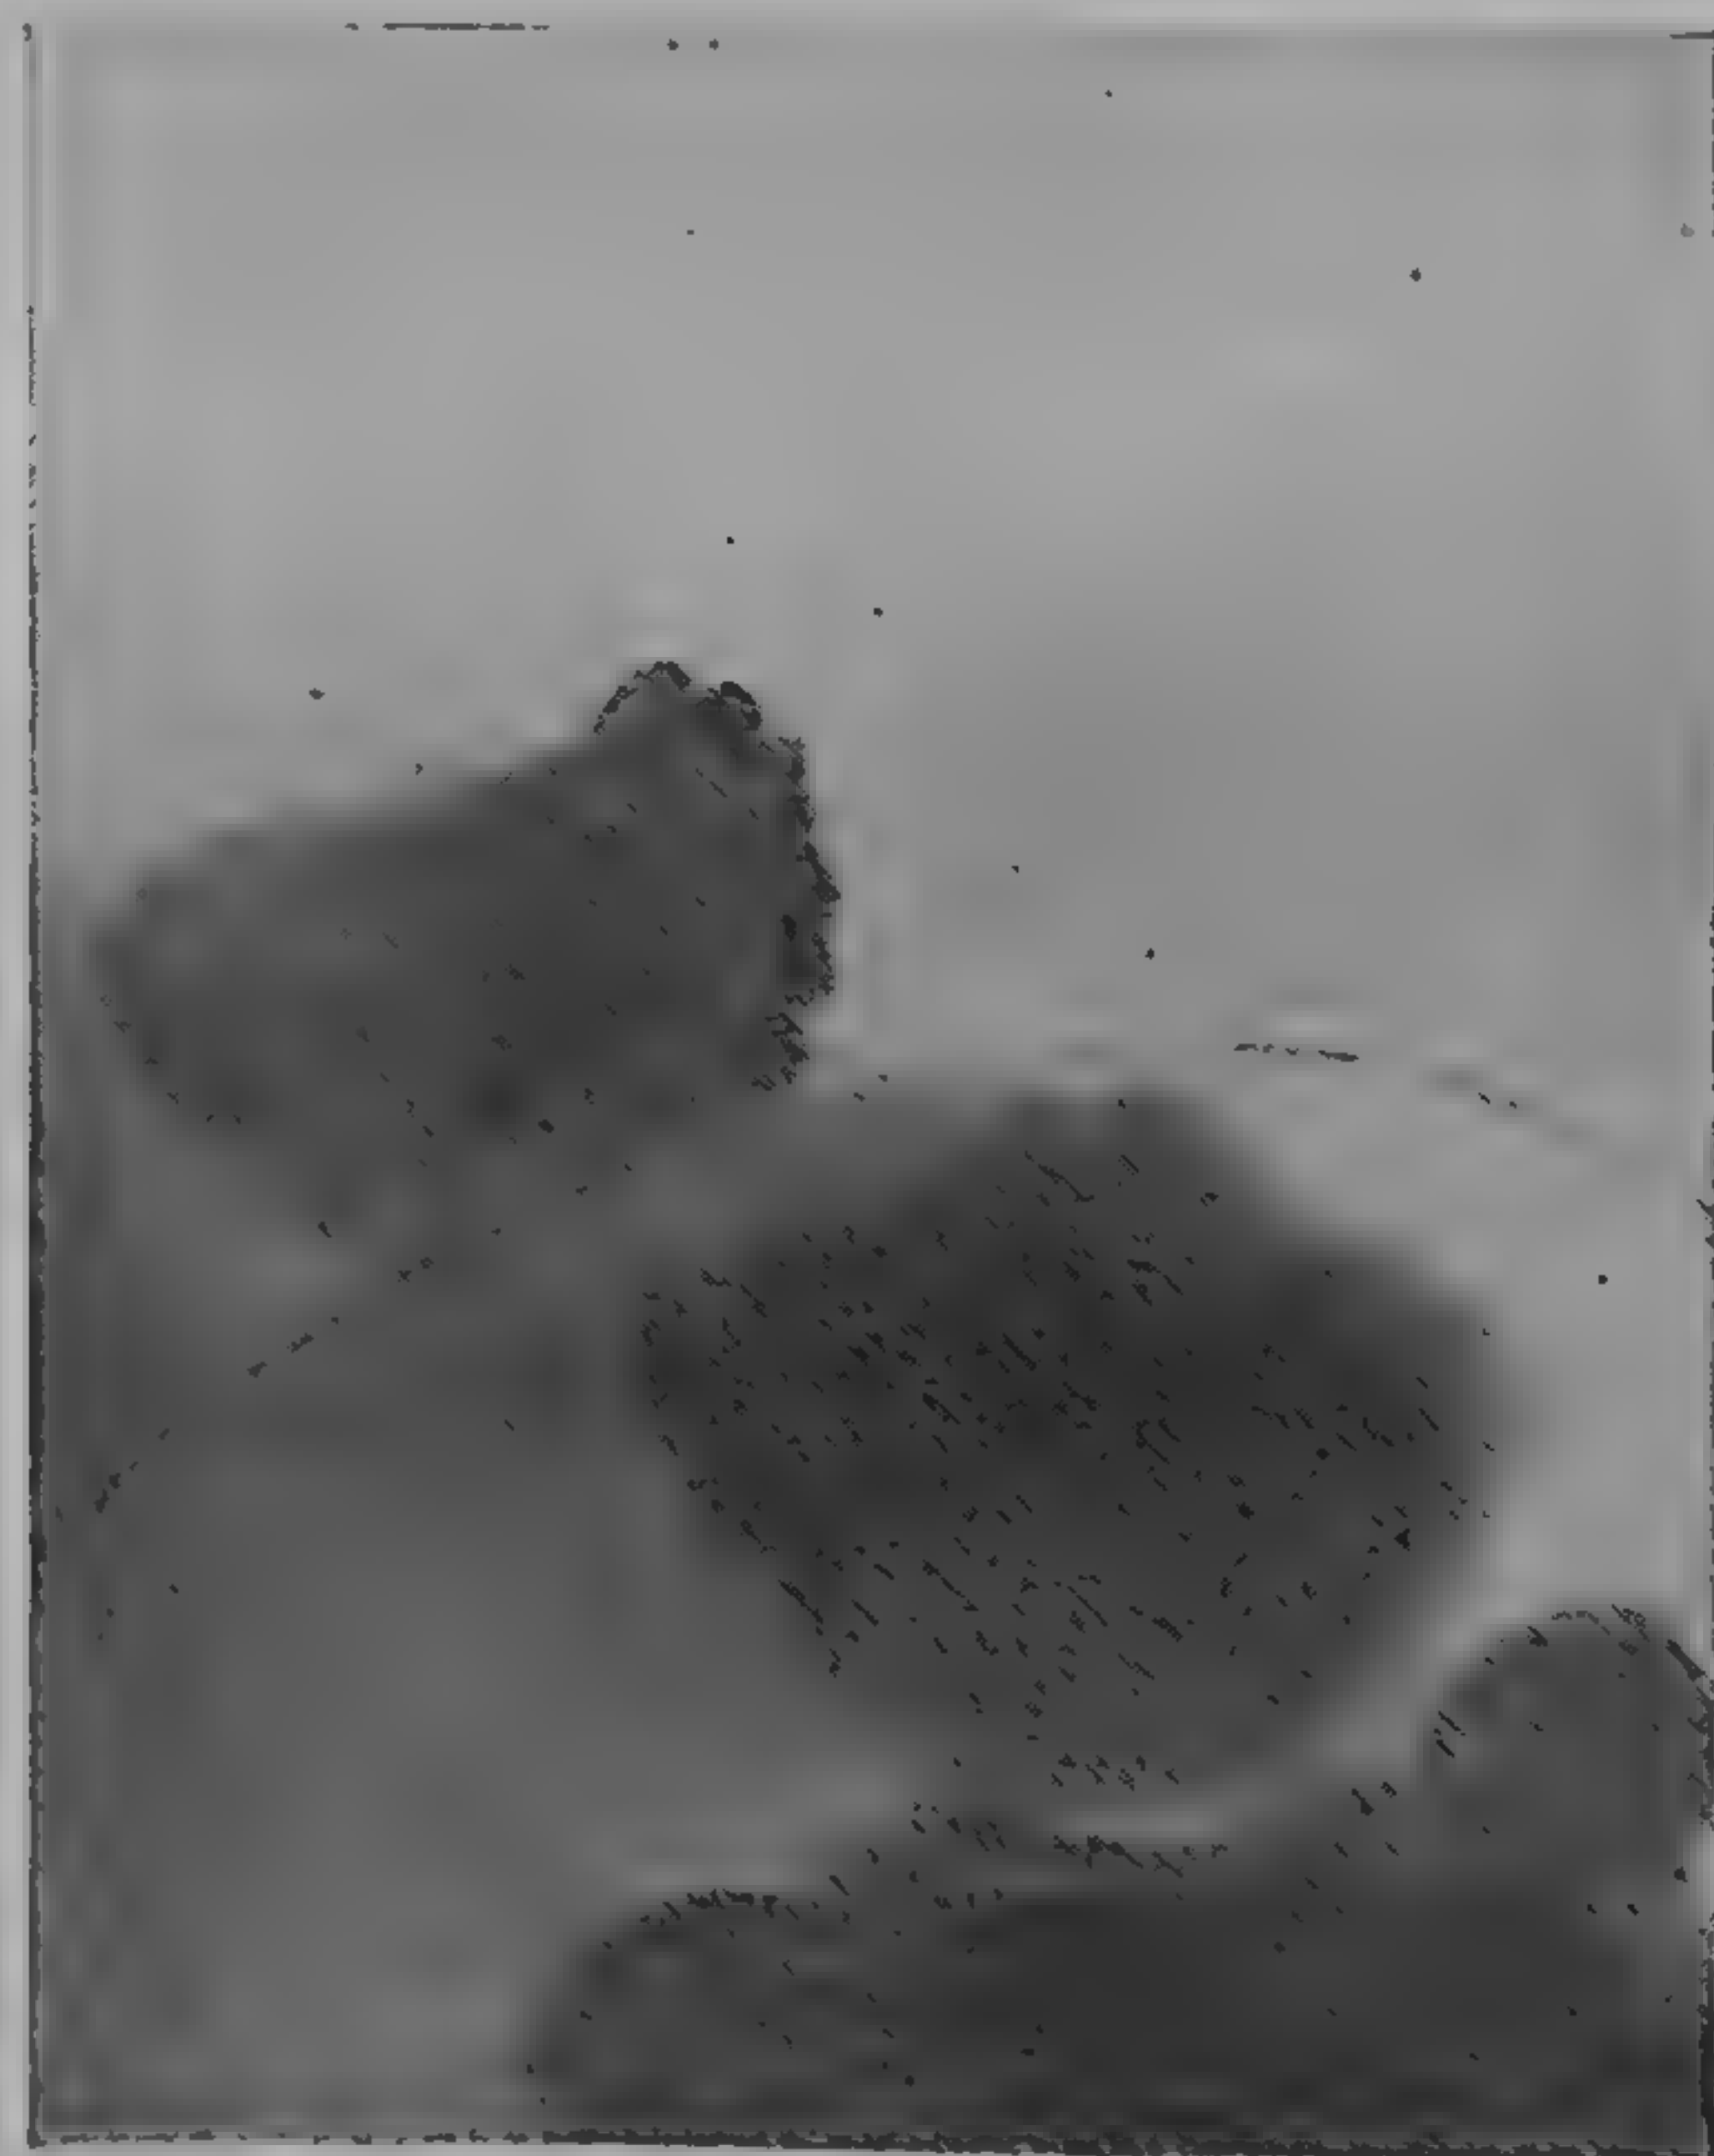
Hernia diafragmatică prin hiatalul esofagian (radiograful dr. Bîrzu)
